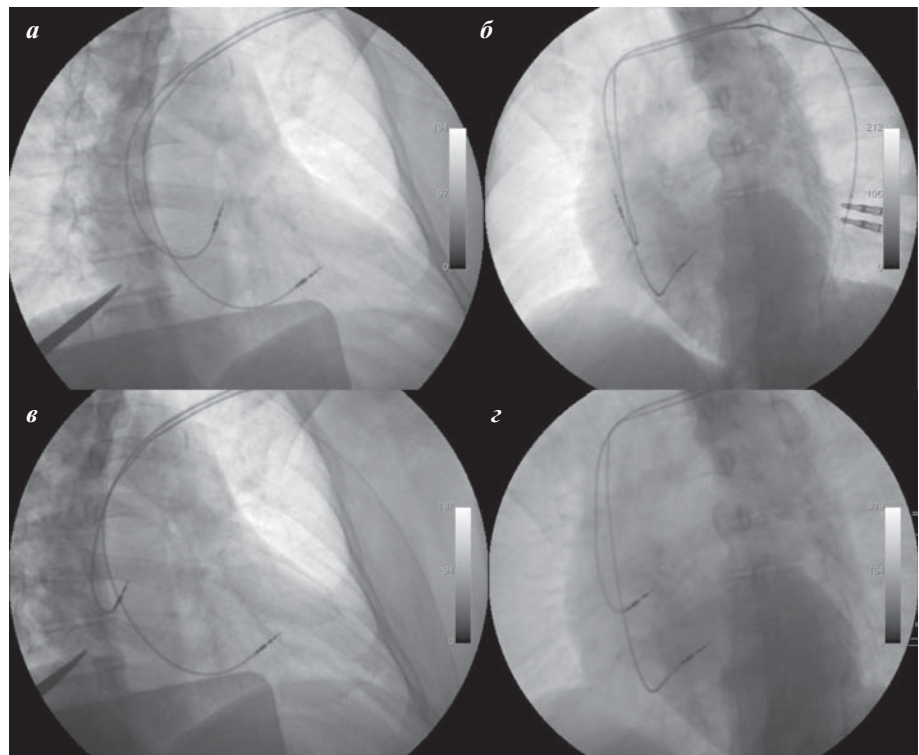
Интраоперационная рентгенограмма пациентки 3. с временно и окончательно имплантированным предсердным электродом в ушке ПП и в области ПБ в правой (а, в) и левой (б, г) косых проекциях соответственно; желудочковый электрод позиционирован в МЖП.
